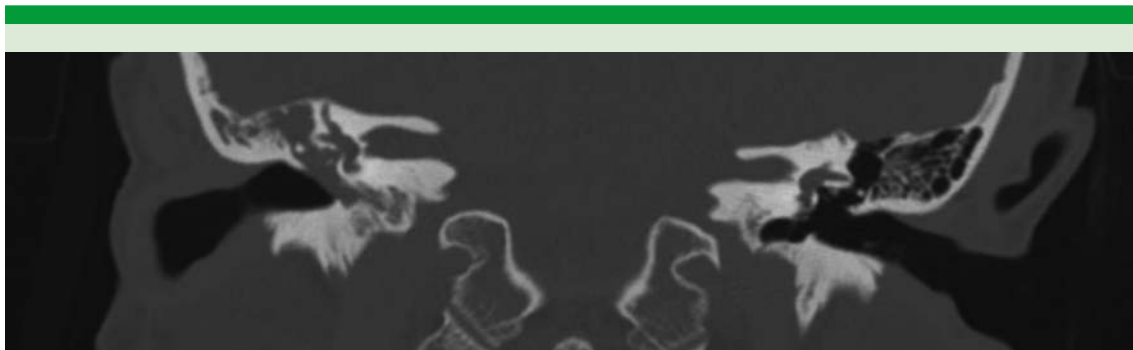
TAC sin contraste en corte coronal. Se visualiza integridad del tegmen tympani y espolón supratimpánico, así como de la cadena osicular.
